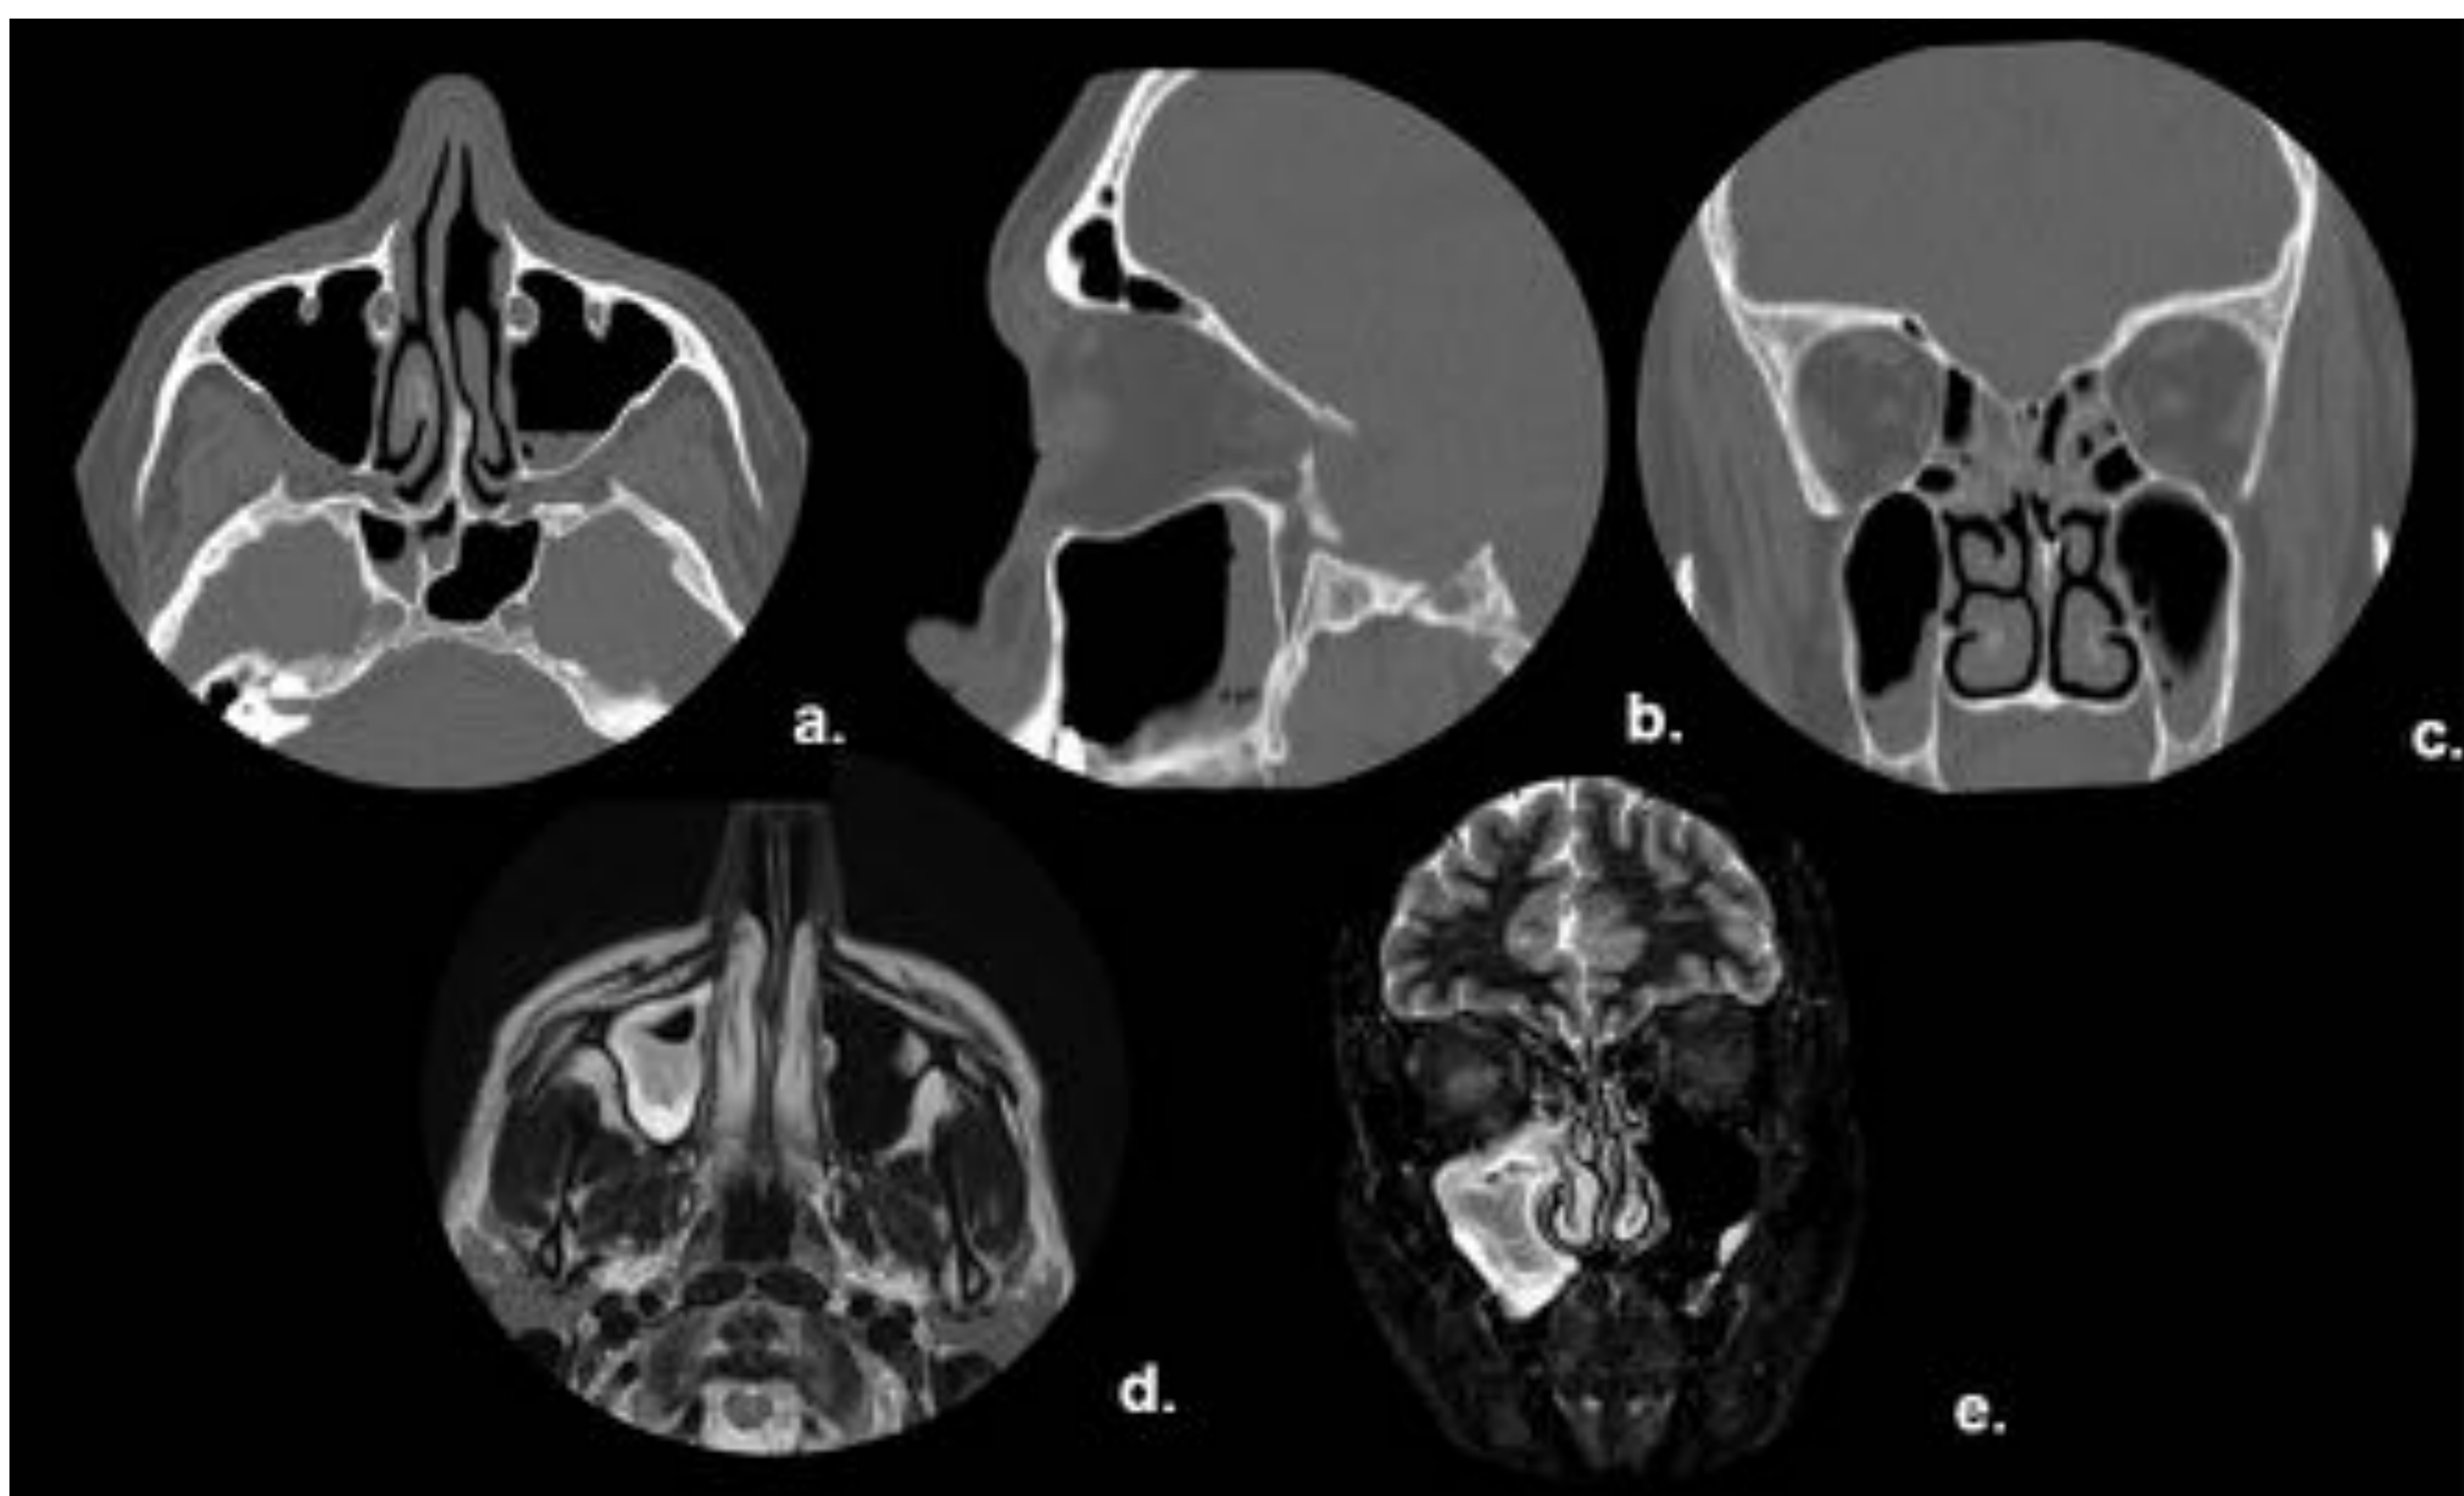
TC. Imagen axial (a.) Muestra nivel líquido-aire en el seno maxilar izquierdo con burbujas de aire subyacentes que se observan mejor en la imagen sagital (b.) Rinosinusitis aguda en ambos senos maxilares en la imagen coronal (c.); RM. Axial T2 (d.) Y Corona STIR (e.): Engrosamiento de la mucosa asociado con el nivel de líquido-aire en el seno maxilar derecho. Referencia: Hospital Universitario Severo Ochoa. Leganés - España.
